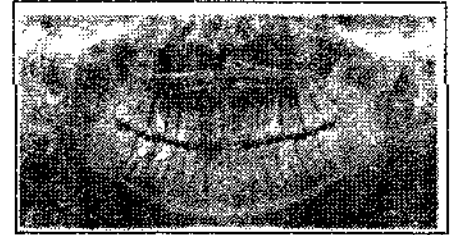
Фрагмент ортопантомограми пацієнтки В. 1987 р.н. (витяг з медичної картки №4496). Первинне ендодонтичне лікування пульпіту 47 зуба
